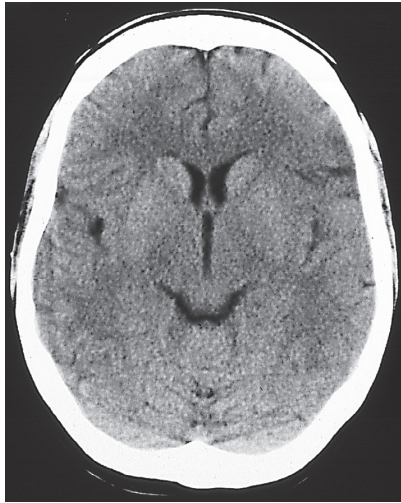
Zerebraler Infarkt. CT des Schädels sechs Stunden nach Symptombeginn. [S008-3]
